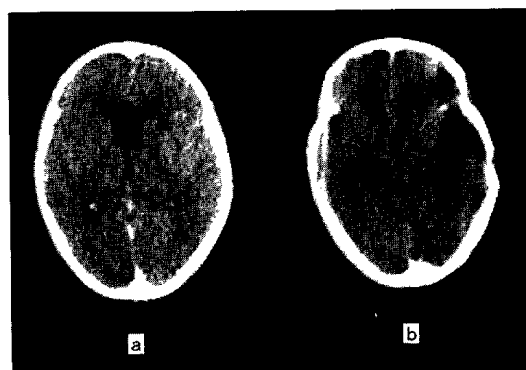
CT scan of Case 1 performed on the 9th day after the hemorrhage. Low density areas are not visible.
